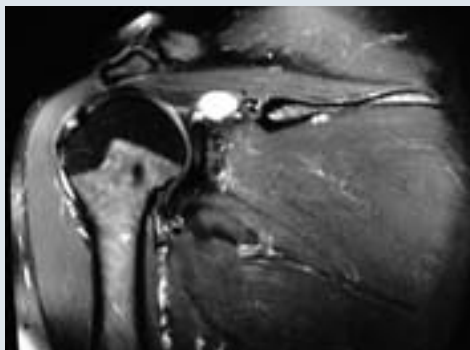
SLAP de type II avec kyste de l'échancrure spino-glénoïdienne vu en IRM.
